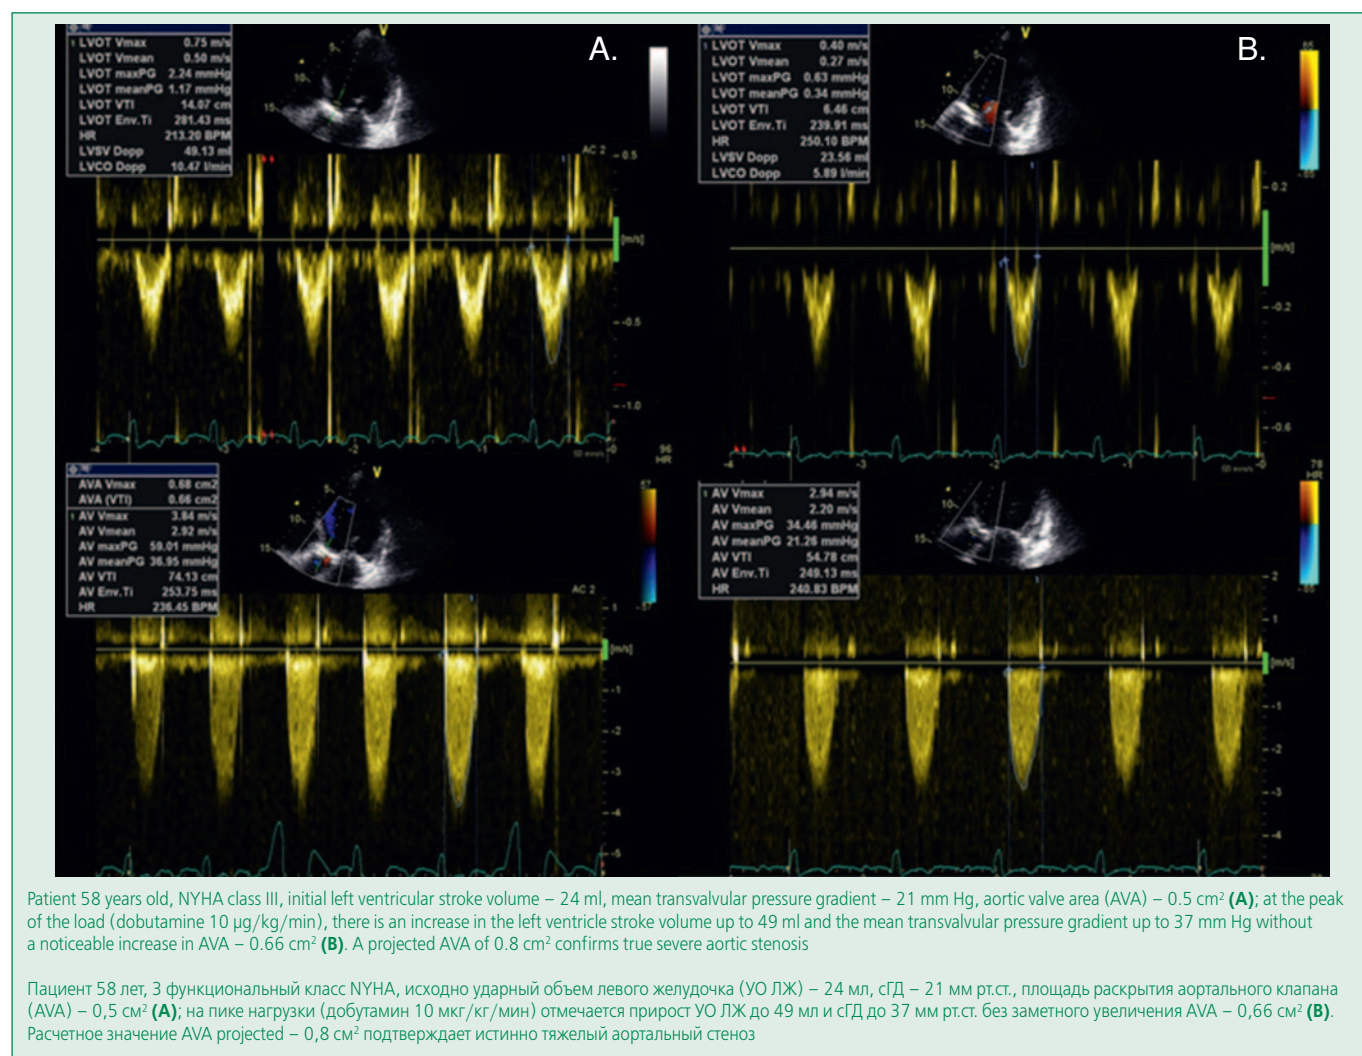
Dobutamine stress echocardiography for classical aortic stenosis with low stroke volume and low gradient
